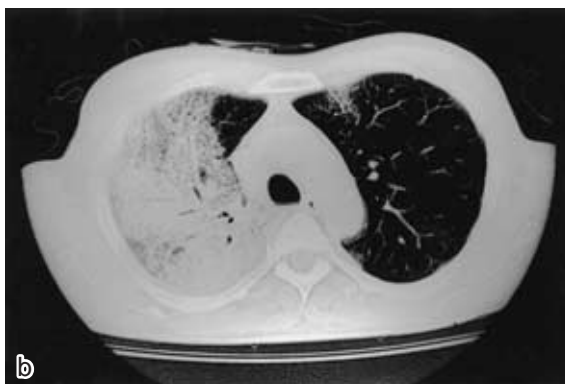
Chest radiograph and CT on admission showing infiltration shadows in the right upper lobe, lower lobe and left lower lobe.
